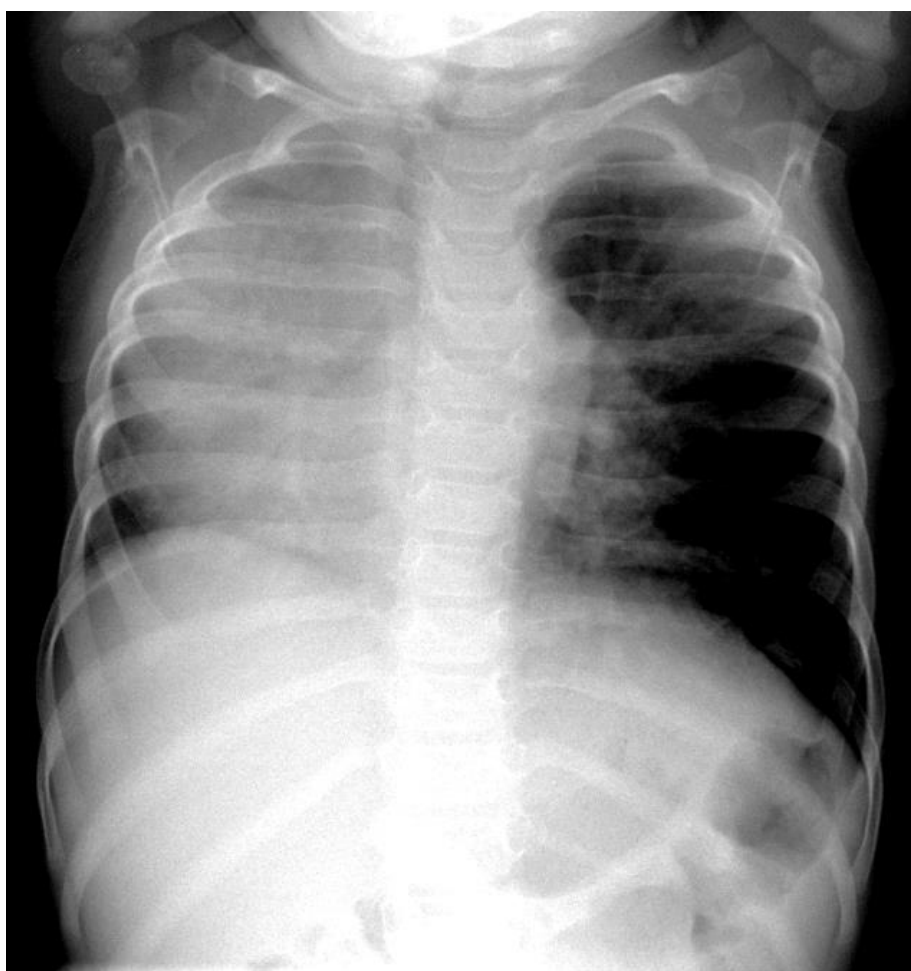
Radiografia de tórax de um recém-nascido, apresentando hipoplasia do pulmão direito. Nota-se redução volumétrica do pulmão direito com desvio ipsilateral das estruturas mediastinais.
